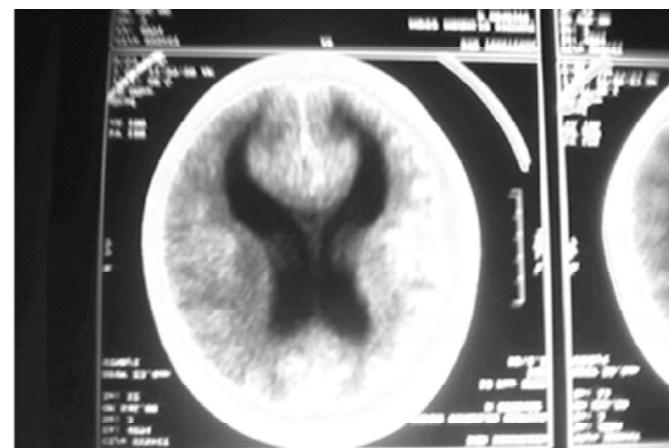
TAC de cráneo al momento de presentar crisis convulsivas.
